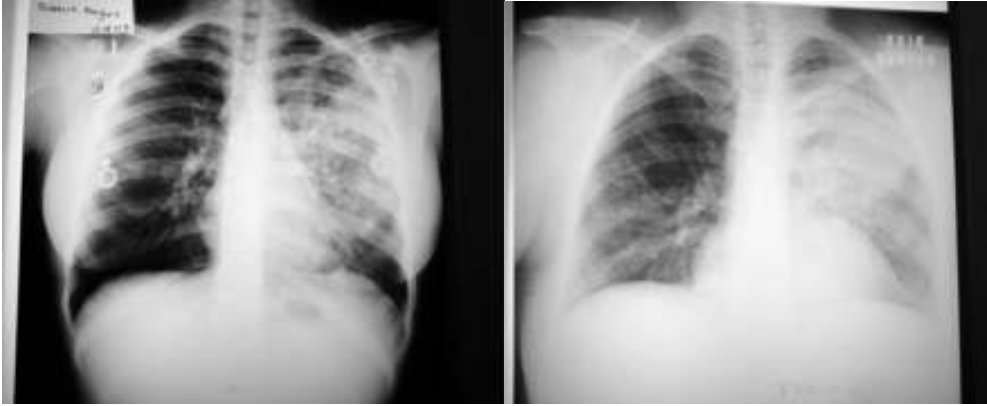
Radiografias de tórax das pacientes 3 e 4, mostrando infiltrado intersticial difuso.
